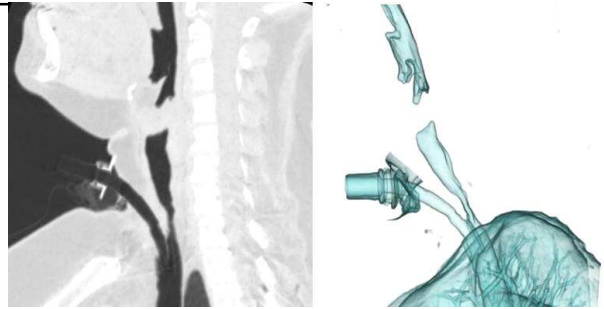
TC cervicotorácica. A la izquierda vista sagital donde se objetiva trayecto estenótico en tráquea cervical; a la derecha reconstrucción 3D de vía aérea.
